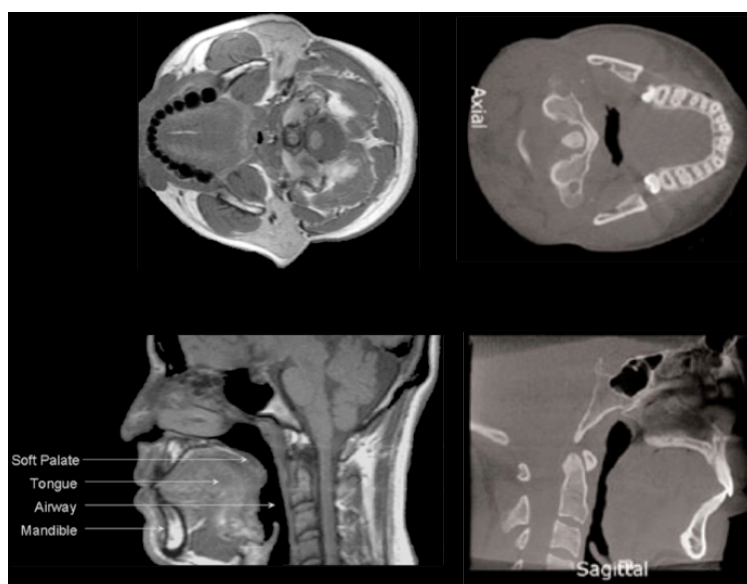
Images morphologiques 3D des VAS obtenues par IRM (gauche)⁵ selon une pondération T_1 et CB-CT (droite)
